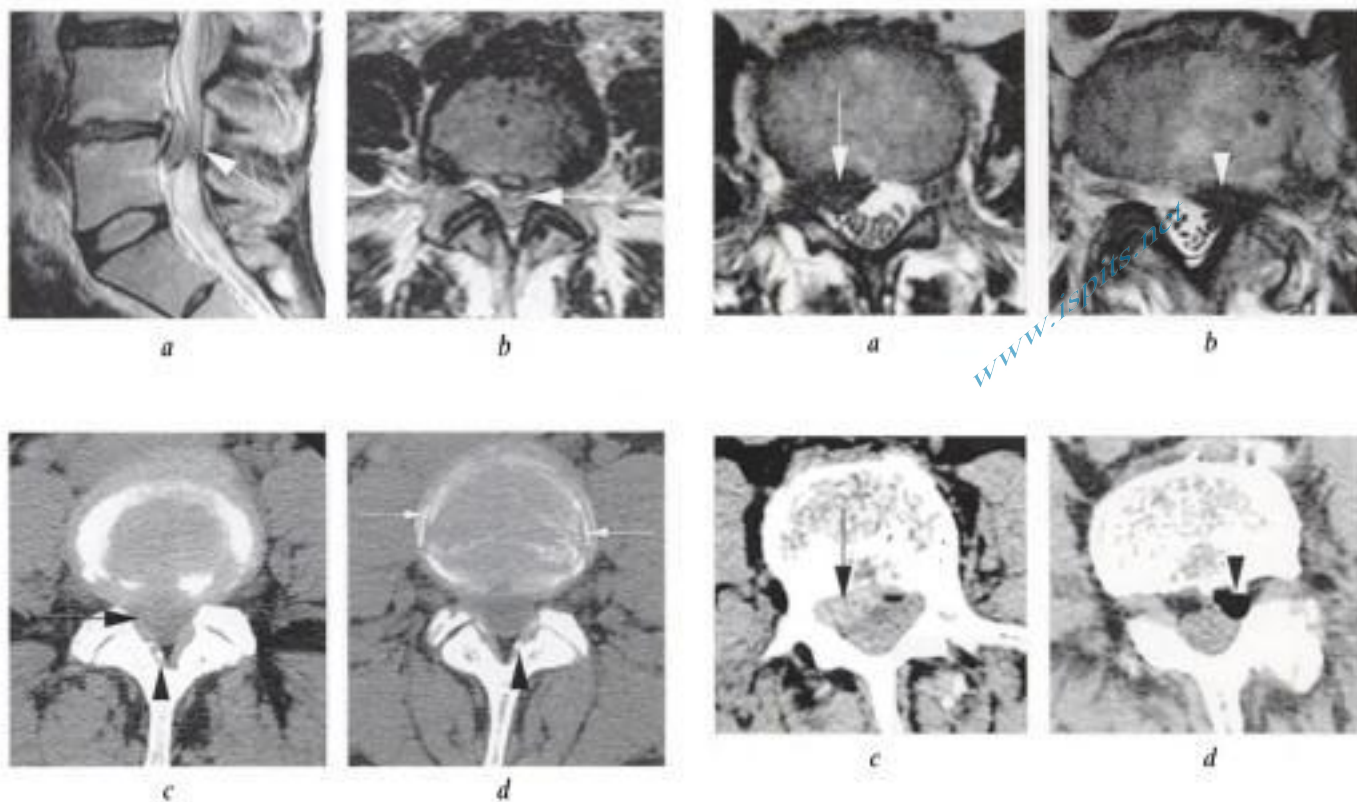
Avantages et limites de la TDM et de l'IRM en rachis lombaire.
